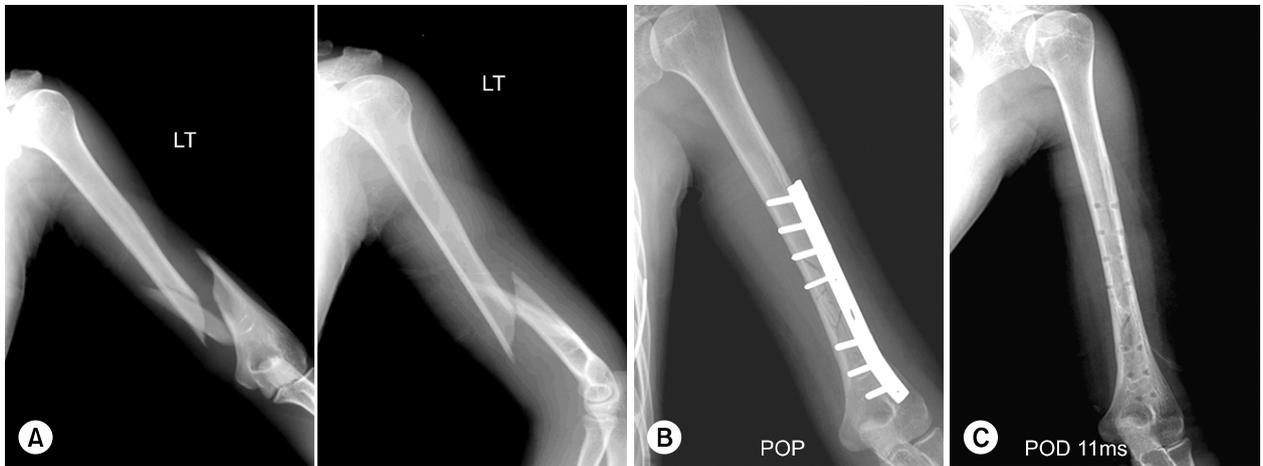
(A) Radiographs of 25-year-old male show a fracture with a butterfly fragment in the left distal 1/3 humerus. (B) In postoperative radiograph, a good alignment and stability were achieved with 4.5-mm DCP plate and one lag screw. (C) At 11 months after surgery, plate was removed. Radiograph shows good union.
